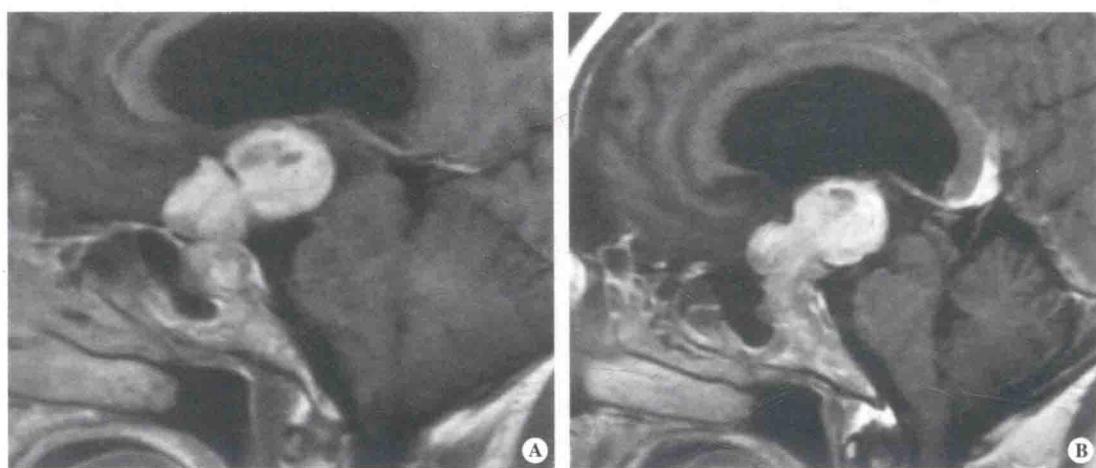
术前MRI矢状位T<sub>1</sub>加权像增强扫描显示,肿瘤分叶状,主体位于鞍上和第三脑室
